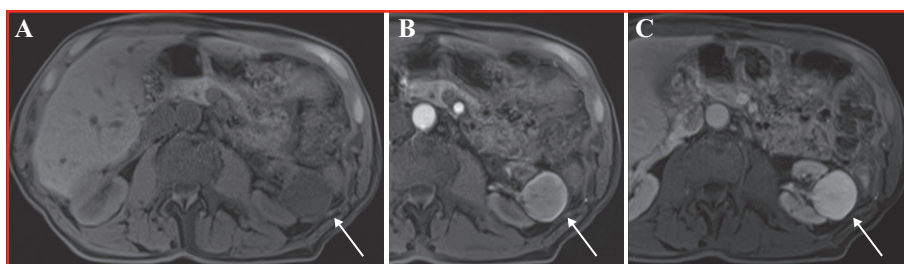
Coupes axiales d'imagerie par résonance magnétique (IRM) sans injection (A), au temps artériel (B) et au temps néphrographique (C) montrant le même faux anévrisme dans la loge de tumorectomie (flèches blanches).
